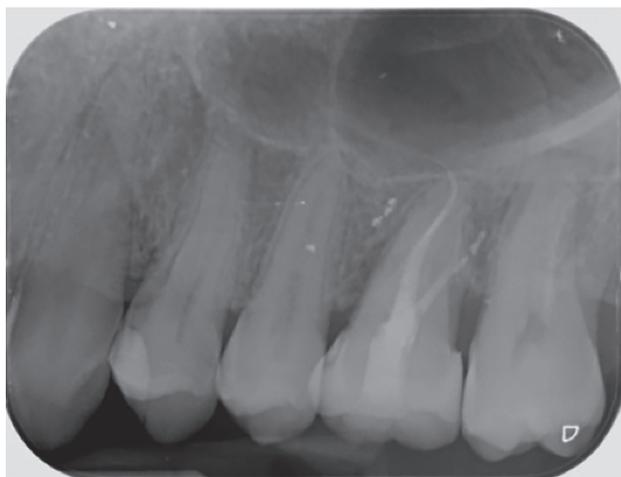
Radiografía periapical a los 5 meses del autotrasplante.
